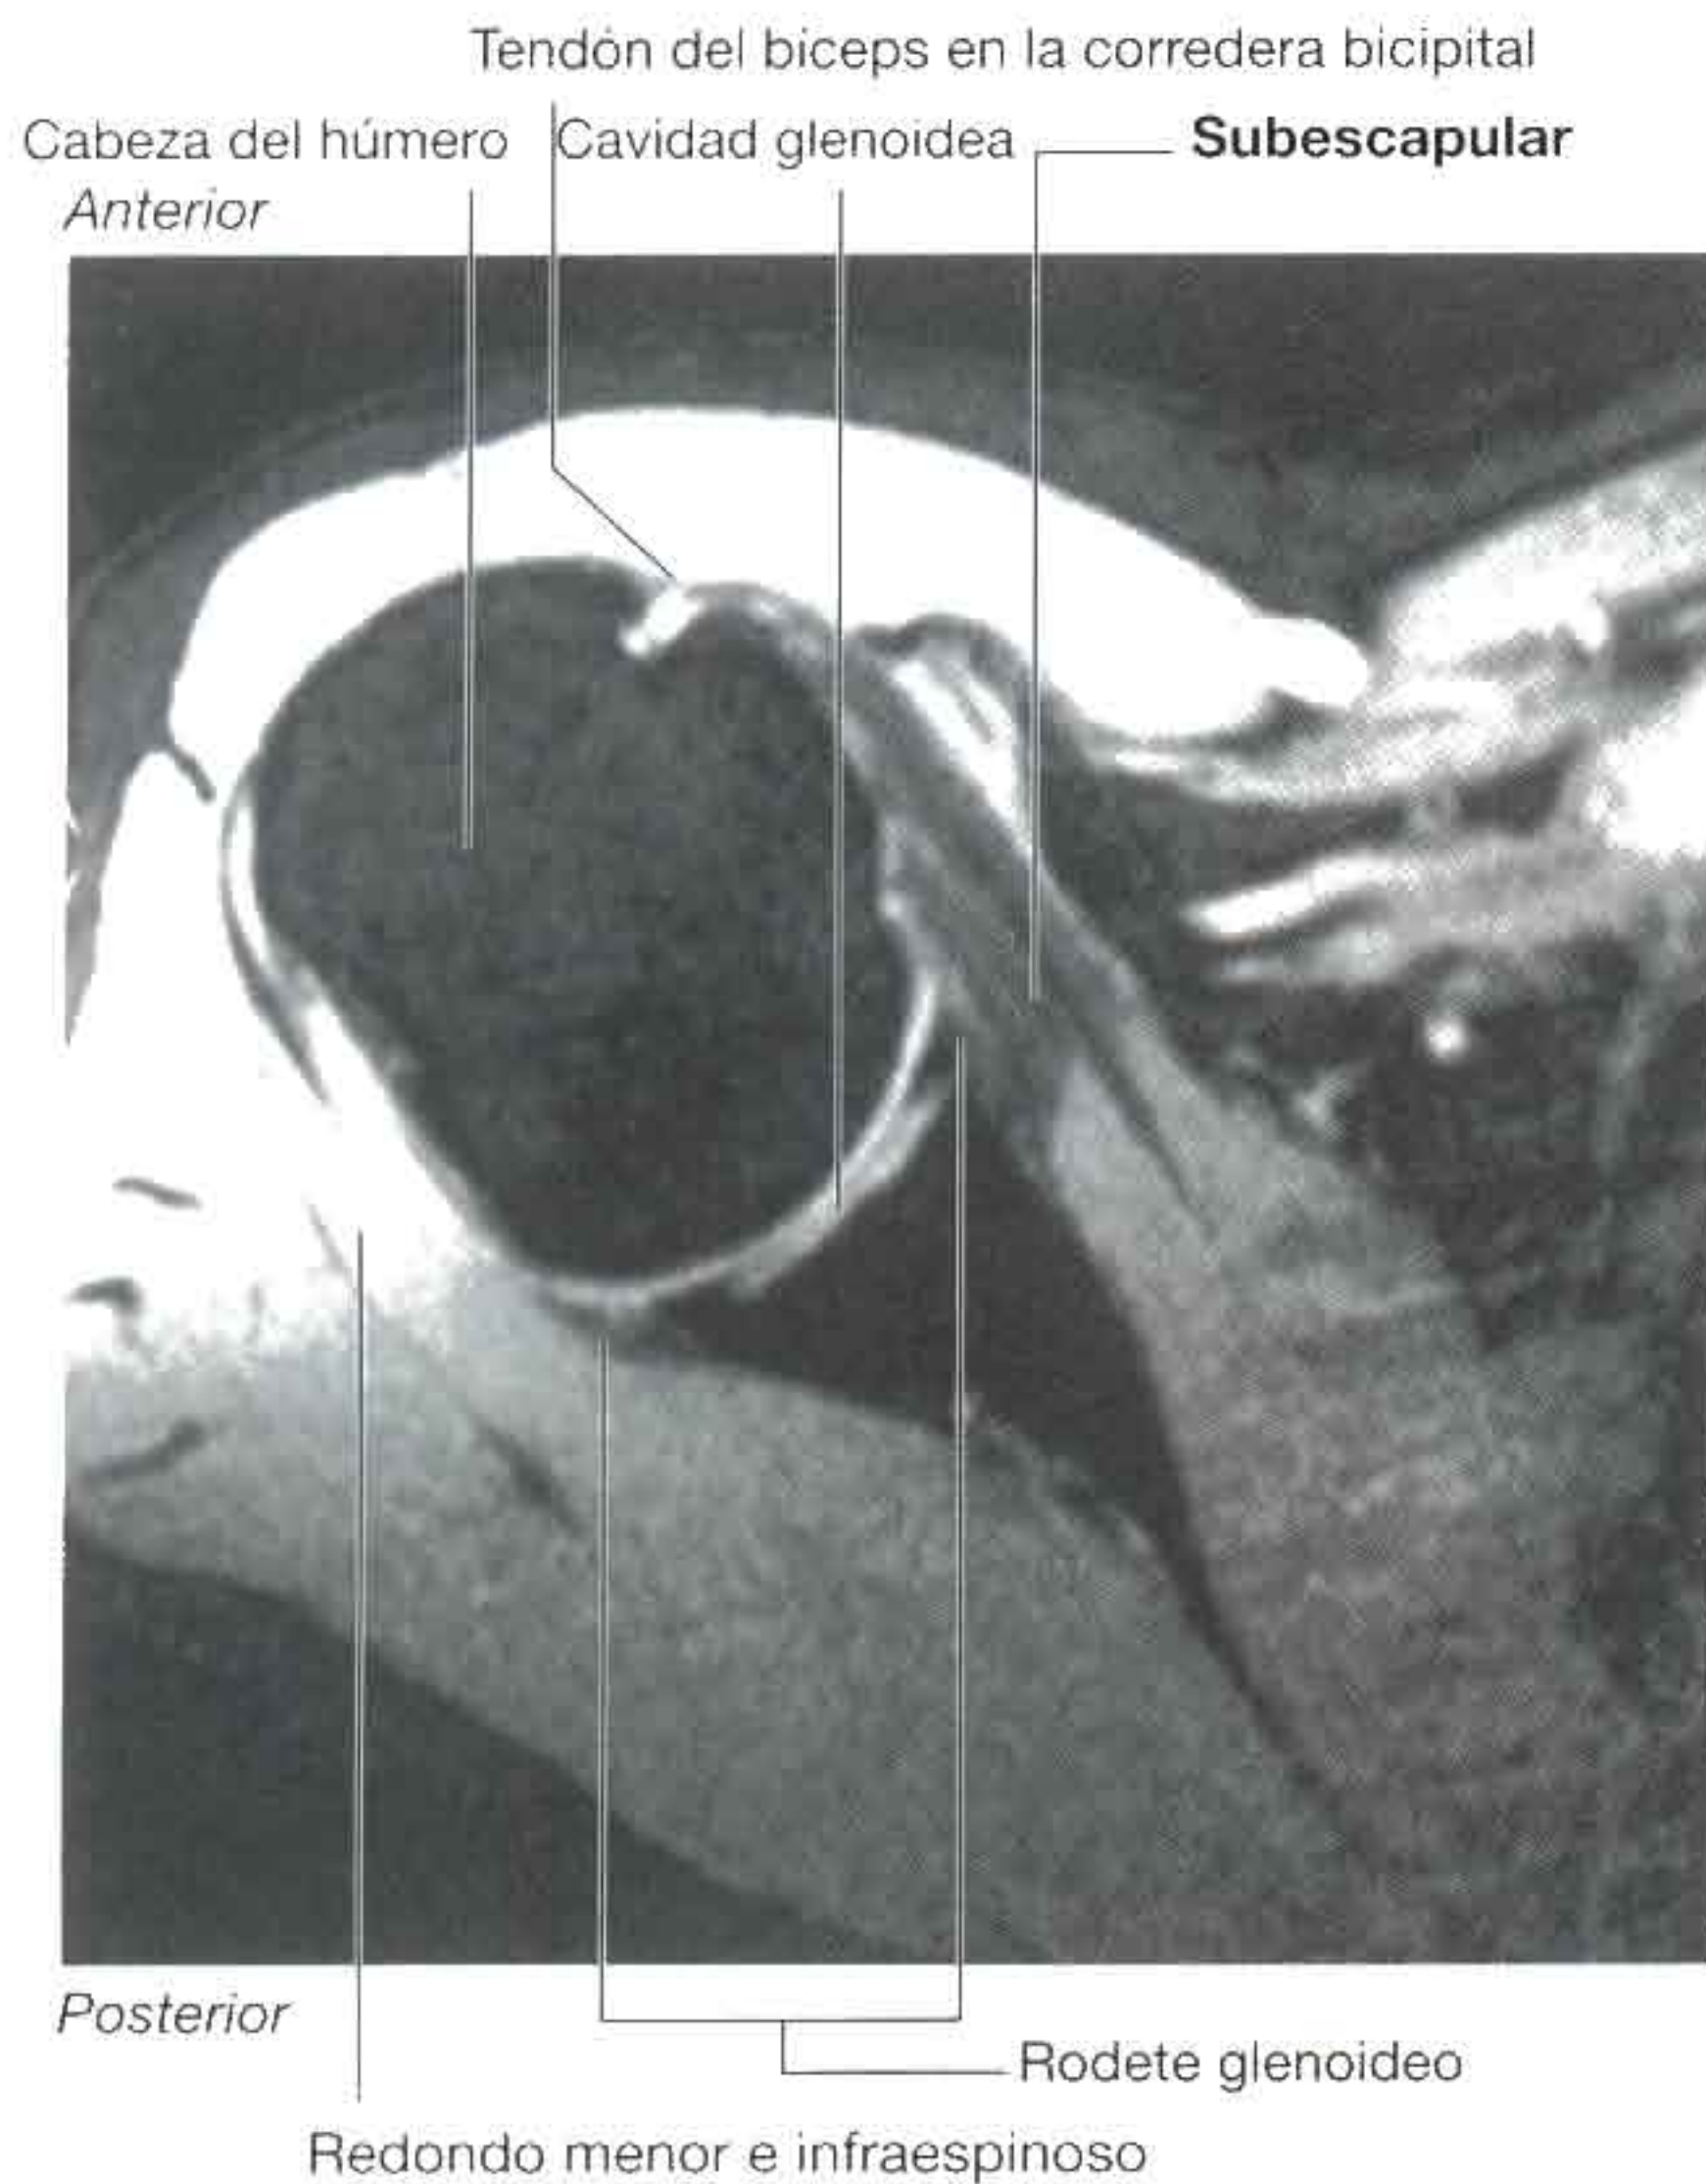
Resonancia magnética de la articulación glenohumeral en el plano transversal u horizontal.
